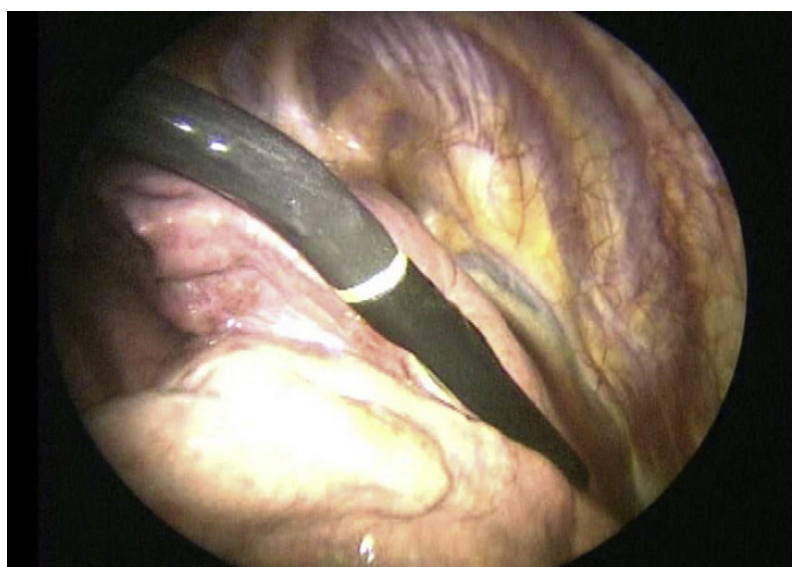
為原文中影像輔助胸腔鏡手術 - 術中超音波 (VAST-US) 執行之影像。超音波探頭直接於術中沿著全塌陷的肺尋找肋膜下肺結節。
